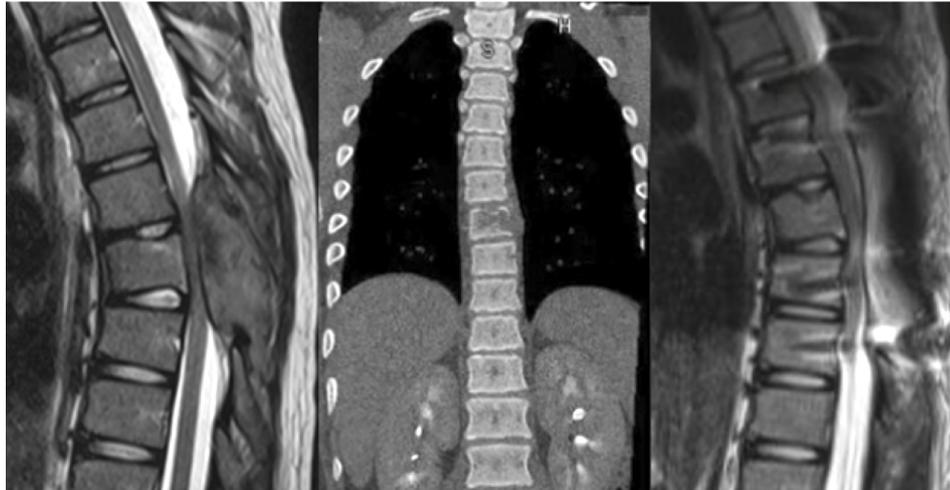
(A) RMN de columna en corte sagital ponderado en T2, en donde se observa lesión lítica en vertebra T7 que compromete la apófisis espinosa, los pedículos y la parte posterior del cuerpo vertebral. (B) TAC de columna en corte corona donde también se observa lesión lítica en T7 con extensión a partes blandas paravertebrales. (C) RMN de columna en corte sagital ponderada en T2, luego de la cirugía, en donde se evidencia elementos de fijación metálica.
